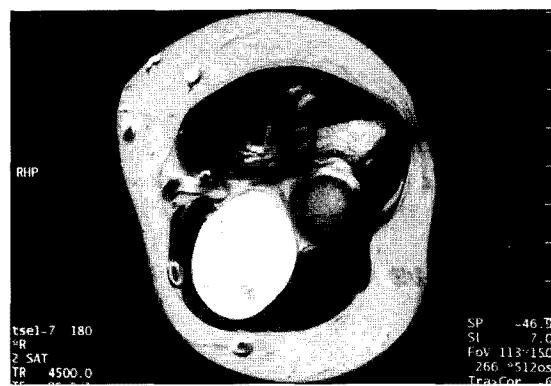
T2-weighted (TR, 4500 ; TE, 96) axial magnetic resonance image of the forearm demonstrates significant mass lesion at extensor surface and that shows a high signal intensity.
